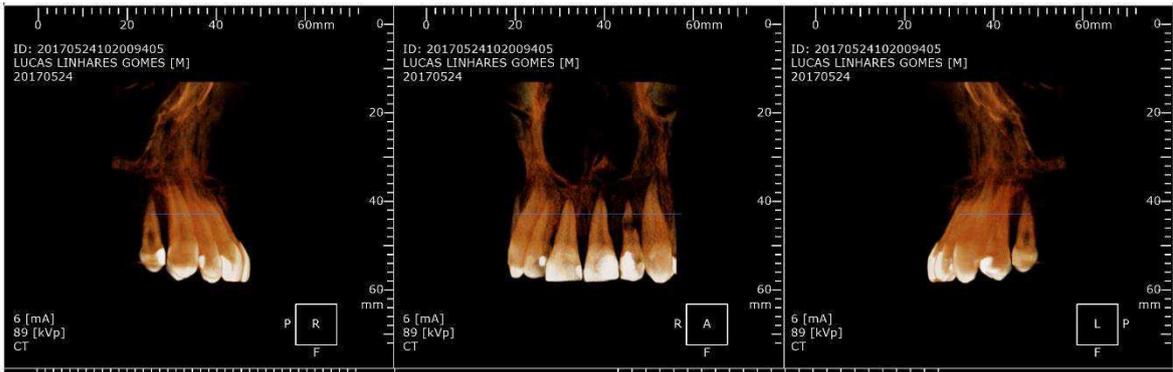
Imagem panorâmica em 3D da Tomografia Computadorizada de Feixe Cônico de diagnóstico da região solicitada.
